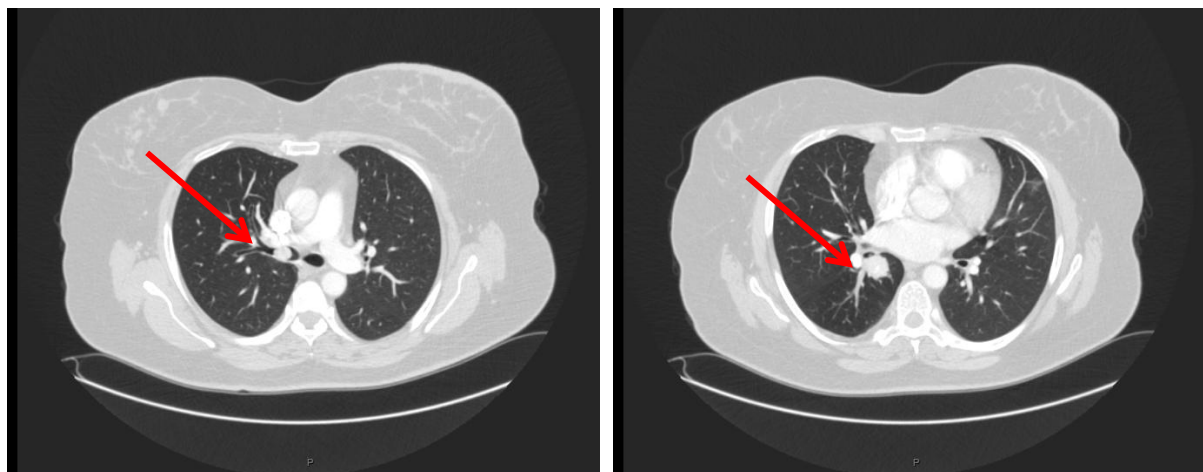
КТ органов грудной клетки больной И.,54 лет. (стрелки указывают на опухоли правого главного и бронха SVI)
